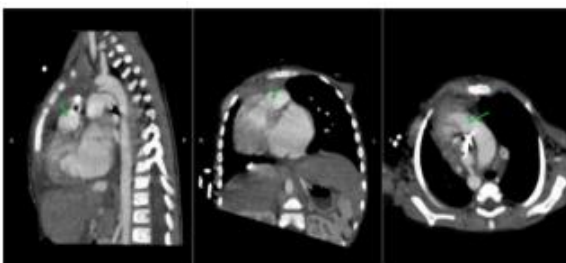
CT cardiac in sagittal, coronal, and axial sections showing Transposition of the Great Arteries (TGA)
